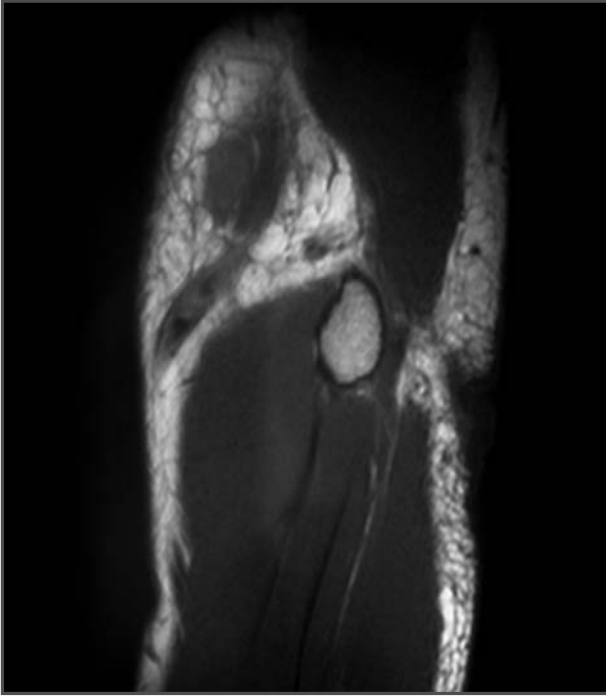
RM con contraste del miembro superior.
